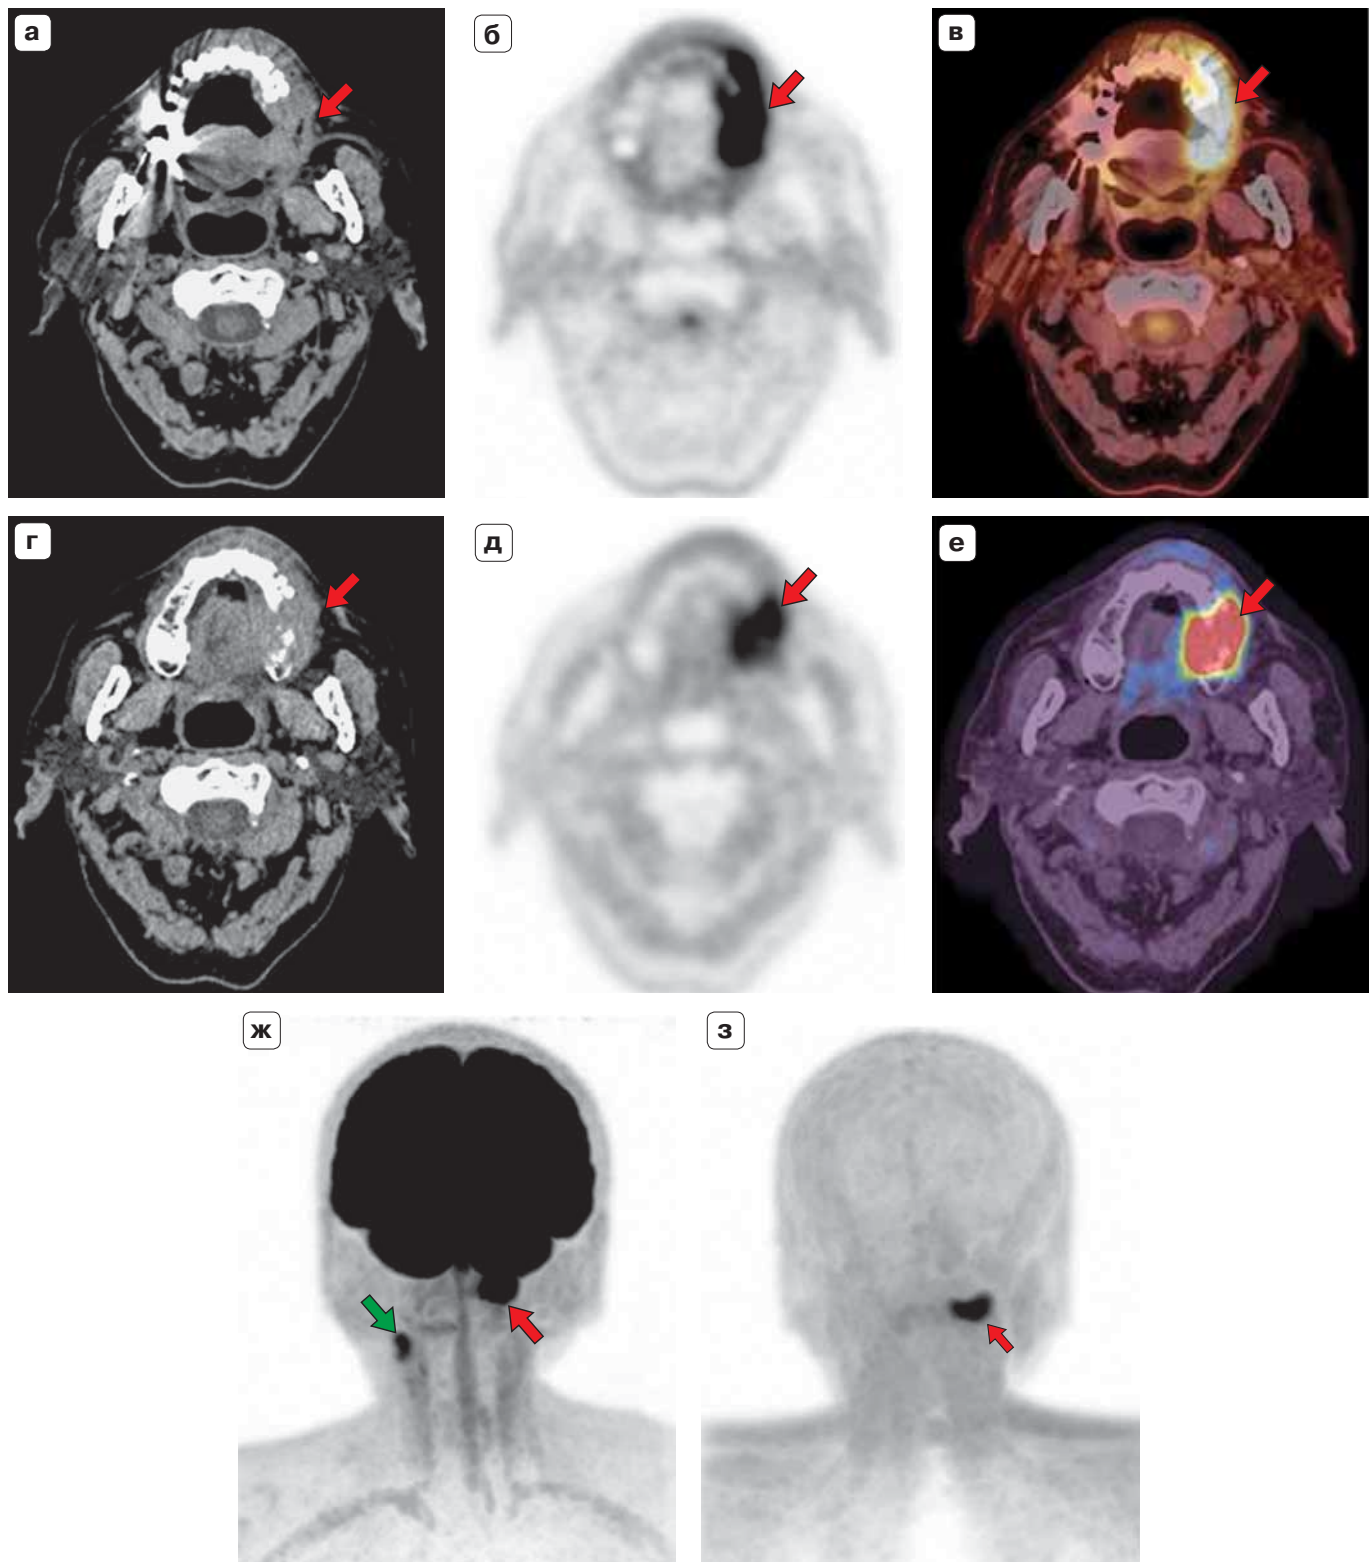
ПЭТ/КТ с ^{18}F -ФДГ и ^{18}F -ФЭТ. Рак слизистой оболочки альвеолярного отростка нижней челюсти слева, состояние после резекции тканей дна полости рта, краевой резекции челюсти слева, футлярно-фасциального иссечения клетчатки шеи и пластики дефекта кожно-жировым носогубным лоскутом, химиолучевой терапии. Рецидив в области альвеолярного отростка нижней челюсти слева. а, б, в – аксиальные срезы: КТ, ПЭТ и ПЭТ/КТ, ж – МРП ПЭТ с ^{18}F -ФДГ во фронтальной реконструкции; г, д, е – аксиальные срезы: КТ, ПЭТ с ^{18}F -ФЭТ, ПЭТ/КТ, з – МРП ПЭТ с ^{18}F -ФЭТ во фронтальной реконструкции. Очаговое накопление обоих РФЛП в альвеолярном отростке нижней челюсти слева (с признаками деструкции) и в мягкотканном компоненте (красные стрелки). Кроме того, определяется патологическое накопление ^{18}F -ФДГ в контралатеральных лимфатических узлах шеи справа (зеленая стрелка), которые не определяются при исследовании с ^{18}F -ФЭТ.
